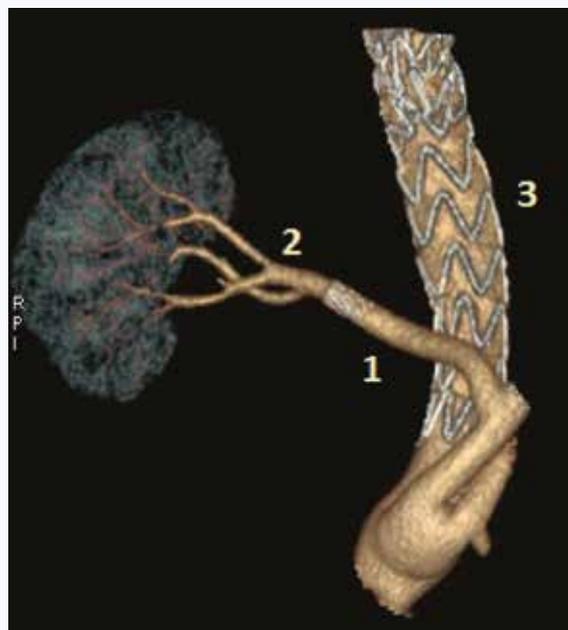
МСКТ-аортография пациента П. через 30 дней после операции реновисцерального дебрэншинга с протезированием правой почечной артерии сосудистым стент-графтом: 1 – стент-графт почечной артерии, 2 – почечная артерия, 3 – стент-графты торакоабдоминальной аорты
